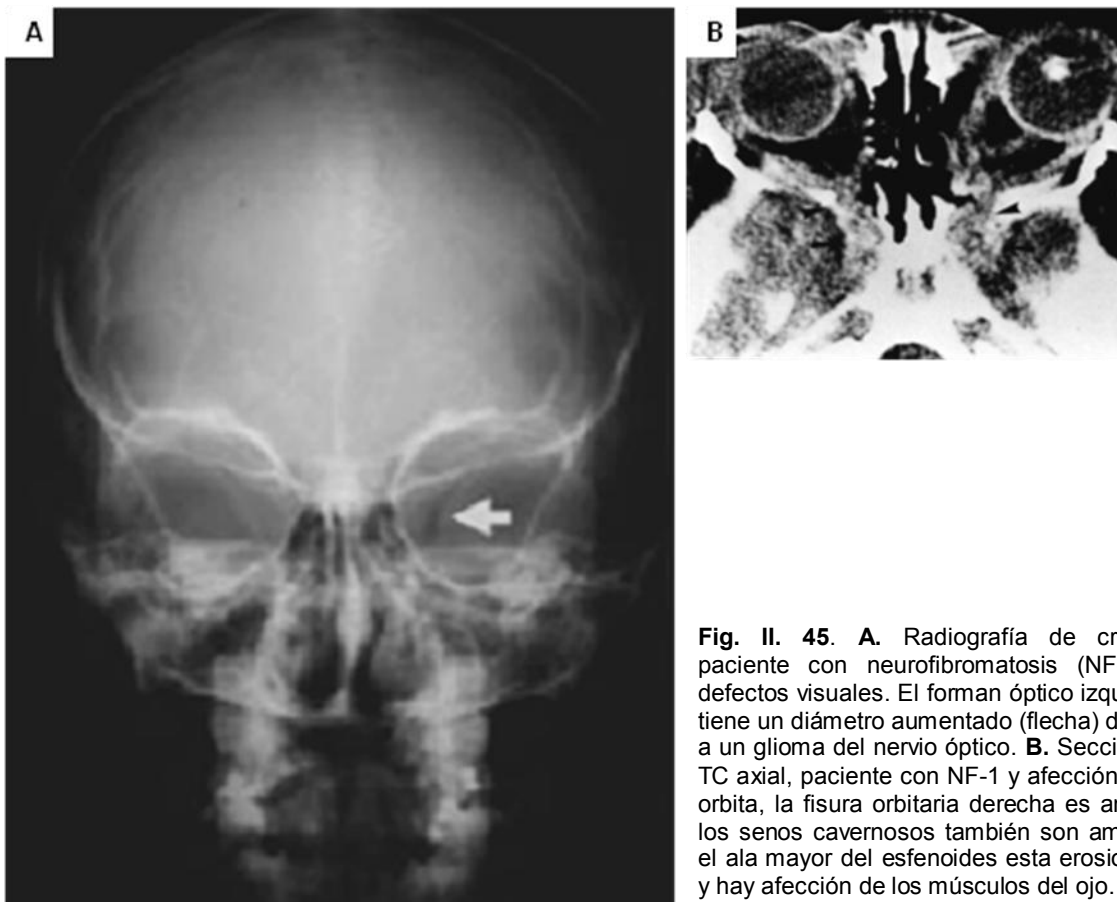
45. A. Radiografía de cráneo, paciente con neurofibromatosis (NF-1) y defectos visuales. El foramen óptico izquierdo tiene un diámetro aumentado (flecha) debido a un glioma del nervio óptico. B. Sección de TC axial, paciente con NF-1 y afección de la órbita, la fisura orbitaria derecha es amplia, los senos cavernosos también son amplios, el ala mayor del esfenoides está erosionada y hay afección de los músculos del ojo.
